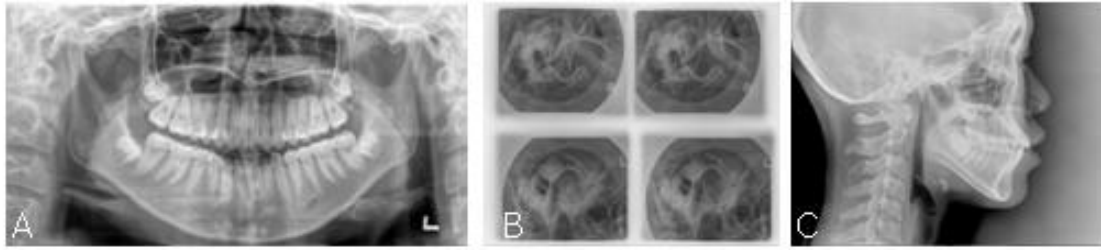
A, Panoramic view of 1st visit at 2006 year, no condylar resorption on both sides: B, Lateral transcranial view, both condyle movement were not decreased: C, Lateral cephalometric radiograph, no anterior open bite
